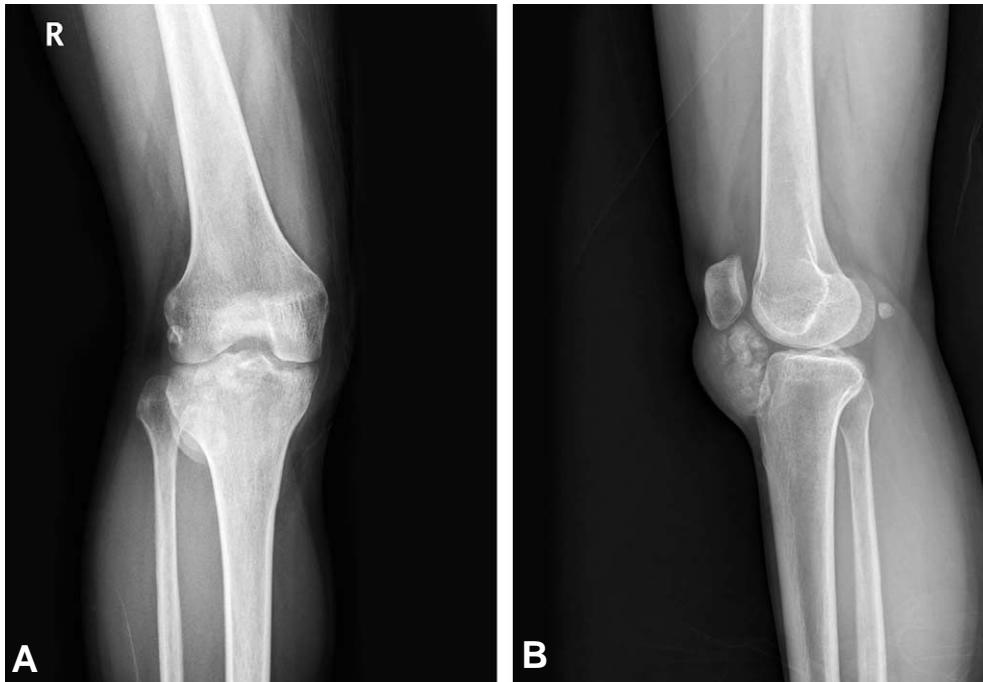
The radiographs of the right knee showing radio-opaque infrapatella mass. (A) Anteroposterior view. (B) Lateral view.
